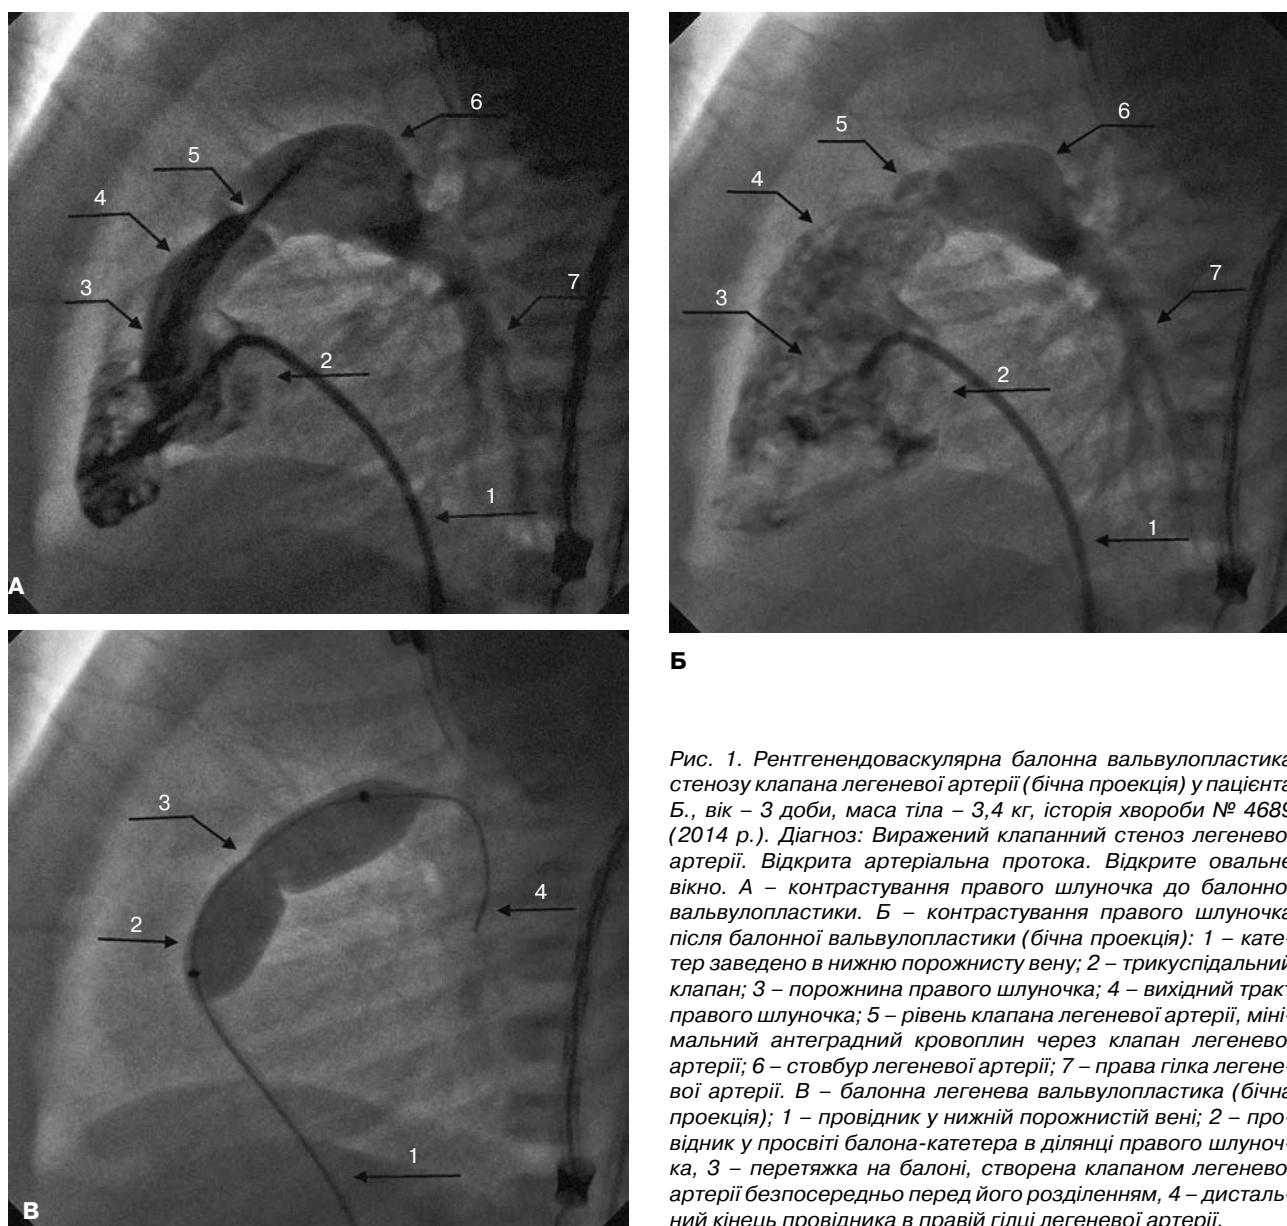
Рентгенендоваскулярна балонна вальвулопластика стенозу клапана легеневої артерії (бічна проекція) у пацієнта Б., вік – 3 доби, маса тіла – 3,4 кг, історія хвороби № 4689 (2014 р.). Діагноз: Виражений клапанний стеноз легеневої артерії. Відкрита артеріальна протока. Відкрите овальне вікно. А – контрастування правого шлуночка до балонної вальвулопластики. Б – контрастування правого шлуночка після балонної вальвулопластики (бічна проекція): 1 – катетер заведено в нижній порожнистій вені; 2 – трикуспідальний клапан; 3 – порожнина правого шлуночка; 4 – вихідний тракт правого шлуночка; 5 – рівень клапана легеневої артерії, мінімальний антеградний кровоглин через клапан легеневої артерії; 6 – стовбур легеневої артерії; 7 – права гілка легеневої артерії. В – балонна легенева вальвулопластика (бічна проекція); 1 – провідник у просвіті балона-катетера в ділянці правого шлуночка, 3 – перетяжка на балоні, створена клапаном легеневої артерії безпосередньо перед його розділенням, 4 – дистальний кінець провідника в правій гілці легеневої артерії.
